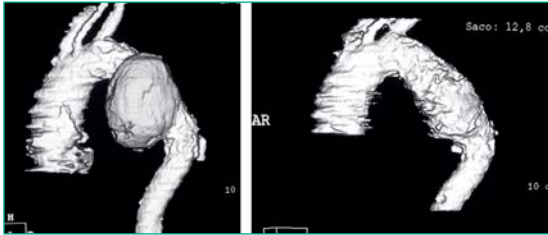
En el panel izquierdo se muestra un TAC realizado a la semana del implante de una endoprótesis en un aneurisma ateroesclerótico. El panel derecho corresponde al TAC realizado a los 6 meses y muestra la regresión del aneurisma.
